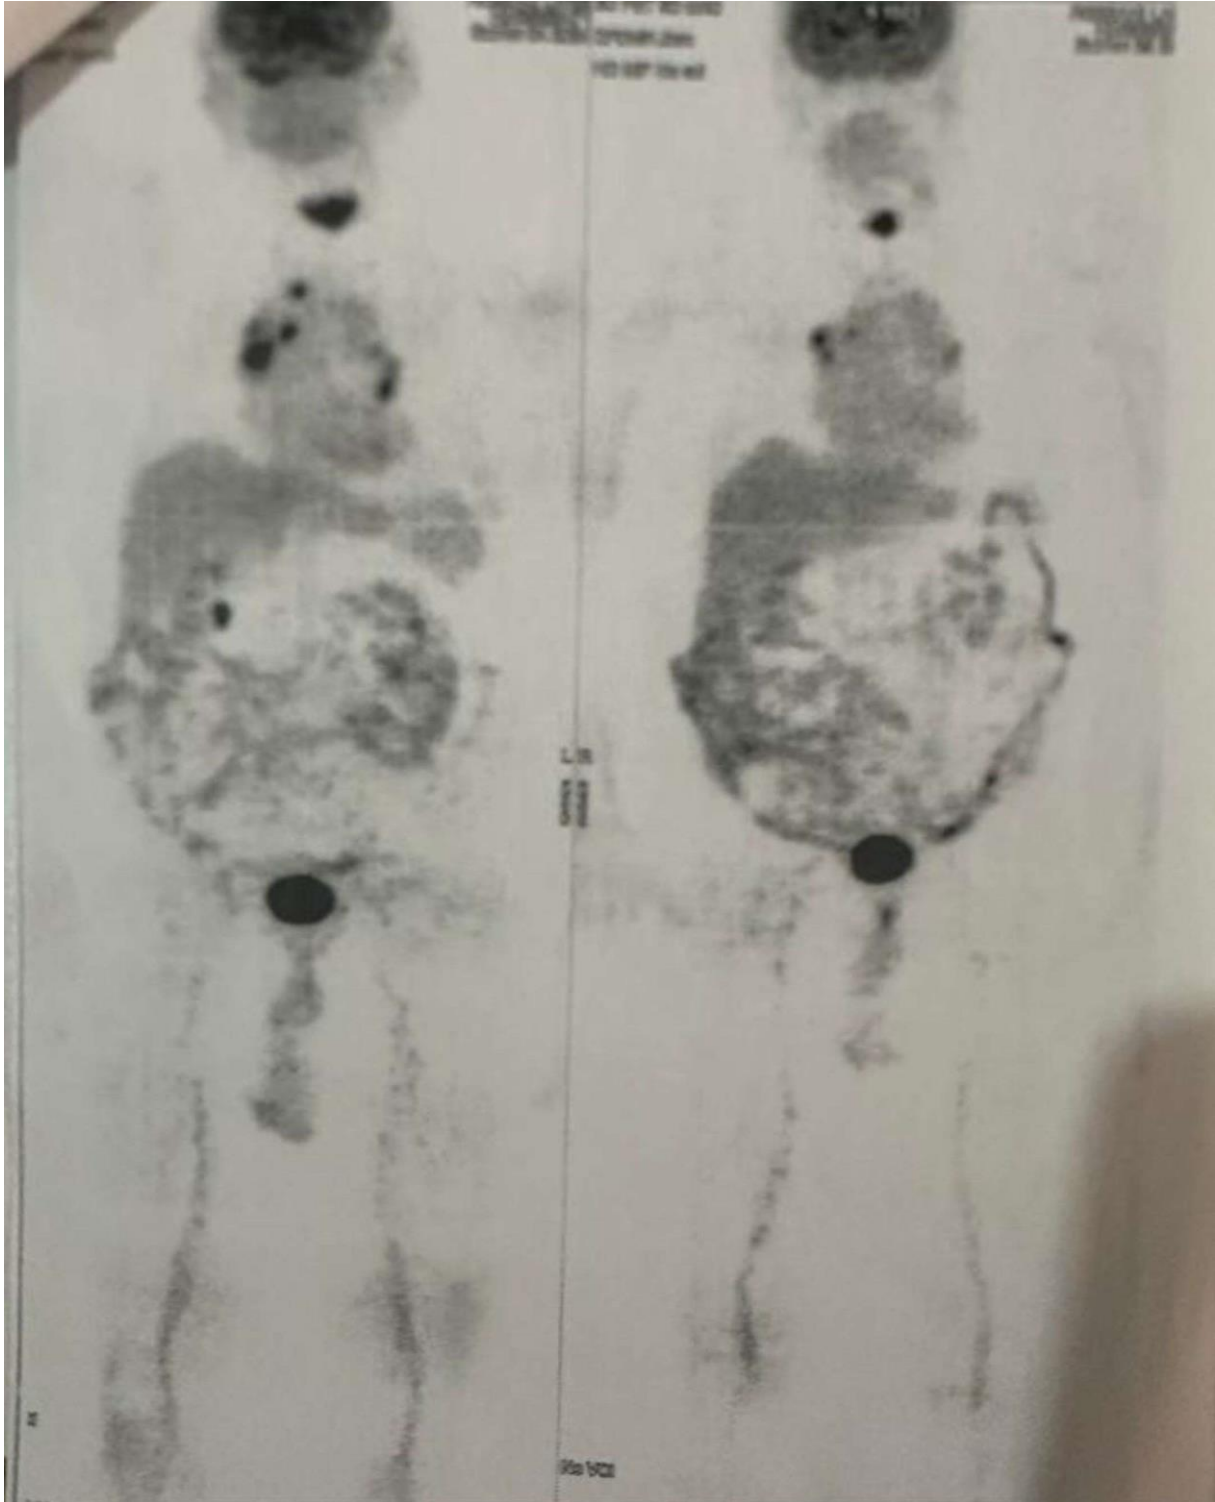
TEP FDG de patient R. L
